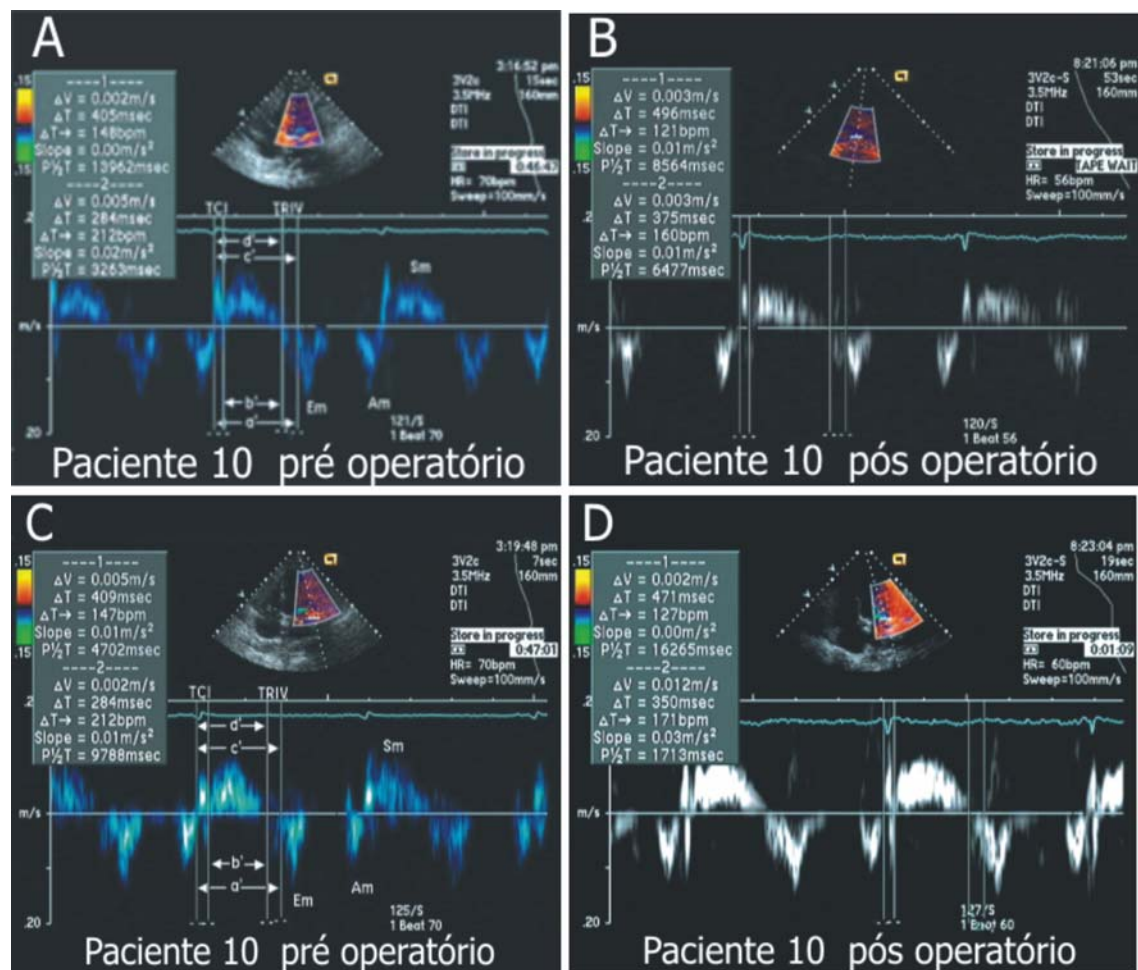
IDM de VE obtido a partir do traçado de Doppler tecidual das margens lateral e septal do anel mitral em corte apical quatro câmaras. IDM no pré-operatório (média de septo e de parede lateral), figuras 11 A e 11C, igual a 0,43, enquanto que IDM no pós-pericardiectomia (média de septo e parede lateral) figuras 11B e 11D, igual a 0,30. TCI= tempo de contração isovolumétrica; TRIV= tempo de relaxamento isovolumétrico; a'= intervalo da onda R do QRS ao início da onda da velocidade diastólica tecidual do VE no ciclo seguinte; b'= tempo de ejeção do VE.
